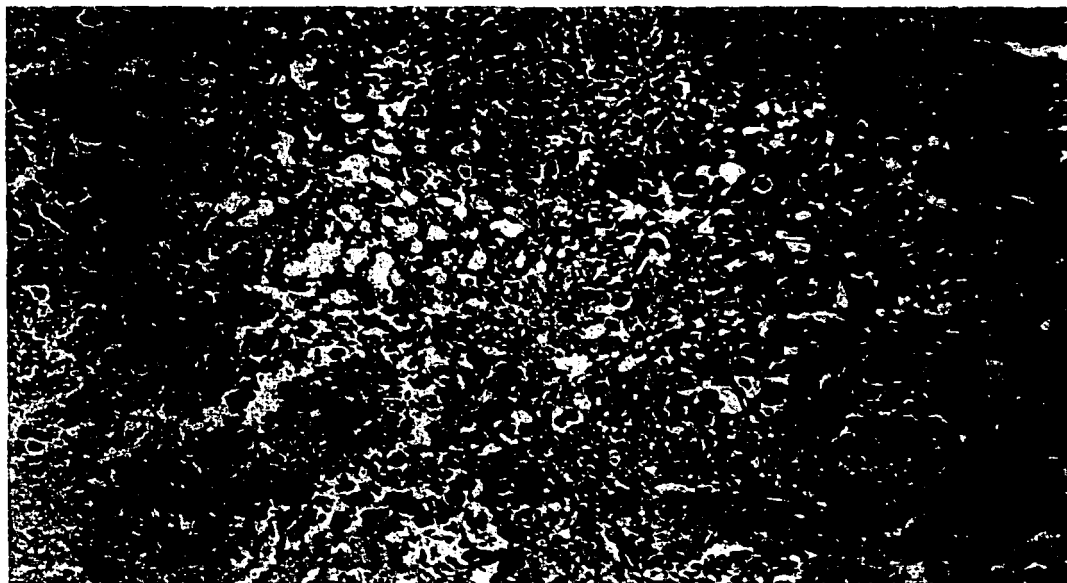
Corte histológico de tejido hepático de un hámster infectado con trofozoítos (T) de *E. histolytica* y tratado con CsA. (15 mg/kg). Se observa claramente la formación de cúmulos de trofozoítos (CT), y alrededor un moderado infiltrado celular (I) Tinción HE (10X).
